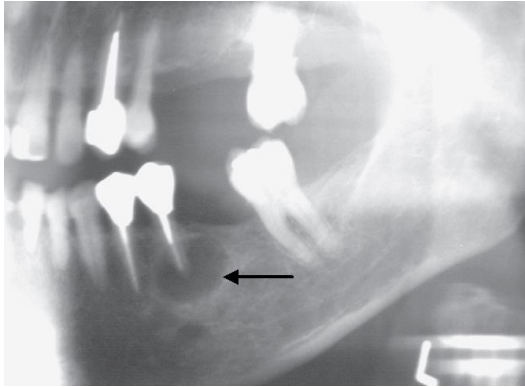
Avaliação pré-operatória de um segundo pré-molar inferior esquerdo por intermédio de uma radiografia panorâmica para auxiliar na localização do forame mentoniano que não estava visível na radiografia periapical convencional (adaptado de Cohen e Hargreave 2011).
